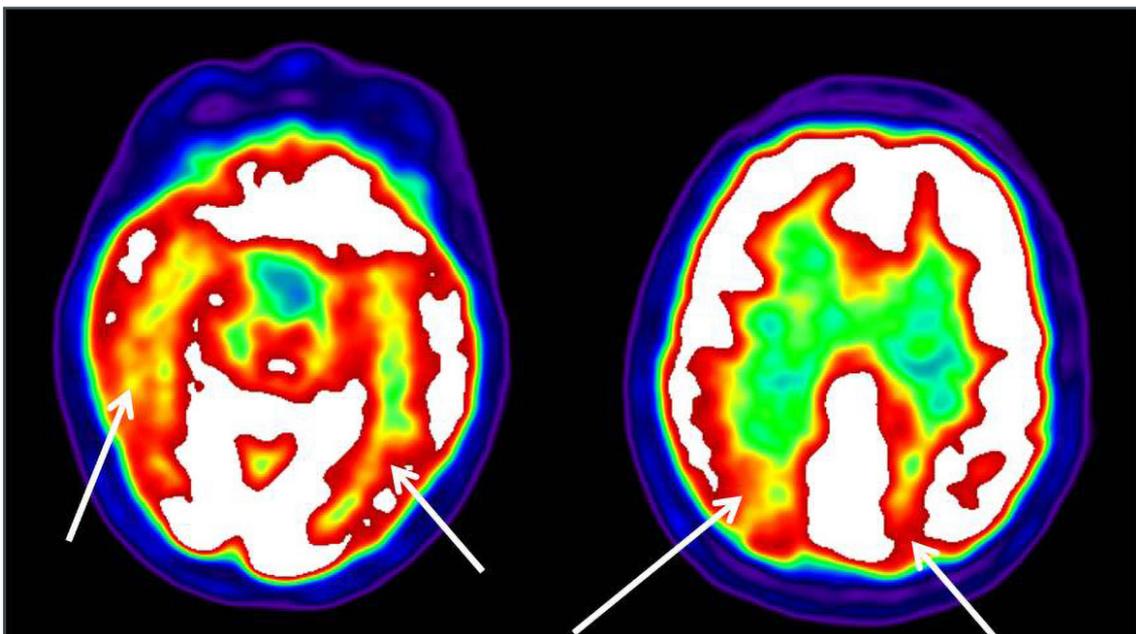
FDG-PET mostra ipometabolismo a livello parietale, temporale ed occipitale, maggiore a destra (freccie).
